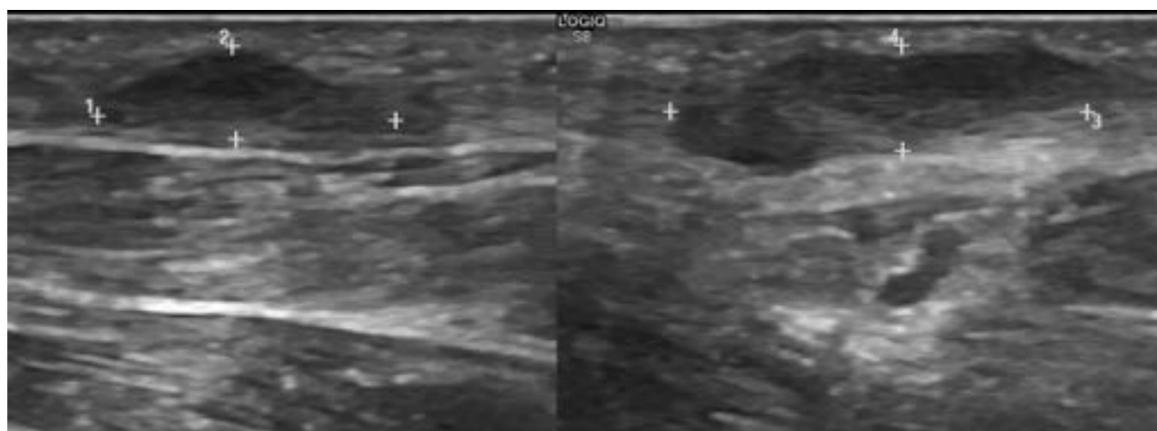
Imagen de ecografía de la planta del pie de un paciente que refería dolor y abultamiento en la zona medial de la parte media del pie. Entre los cursores se muestra una lesión hipoeecogénica, bien definida, superficial que se corresponde con fibromatosis plantar
